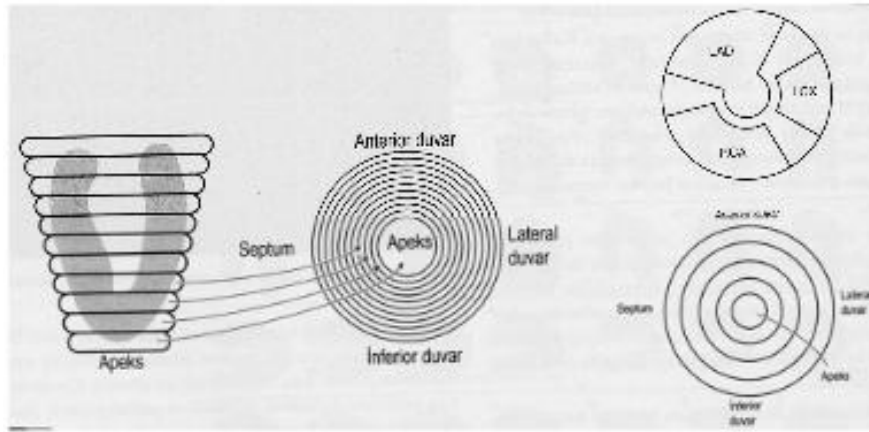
20 segment model ile SPECT miyokard perfüzyon sintigrafisi
